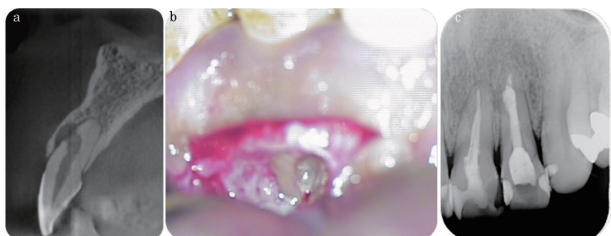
上顎左側側切歯の歯根吸収症例。(a) CBCT矢状断像。(b) マイクロスコープ下にて肉芽組織を除去し歯根部を一部除去した。(c) 術後1年。
